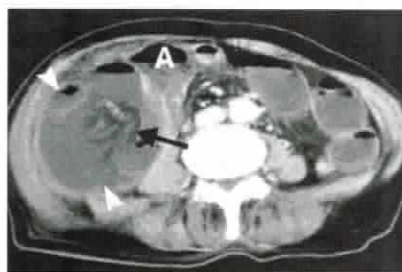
Hérnia pericecal – Tomografia computadorizada com contraste mostrando um agrupamento anormal de alças intestinais dilatadas (pontas das setas), localizadas lateralmente a goteira
